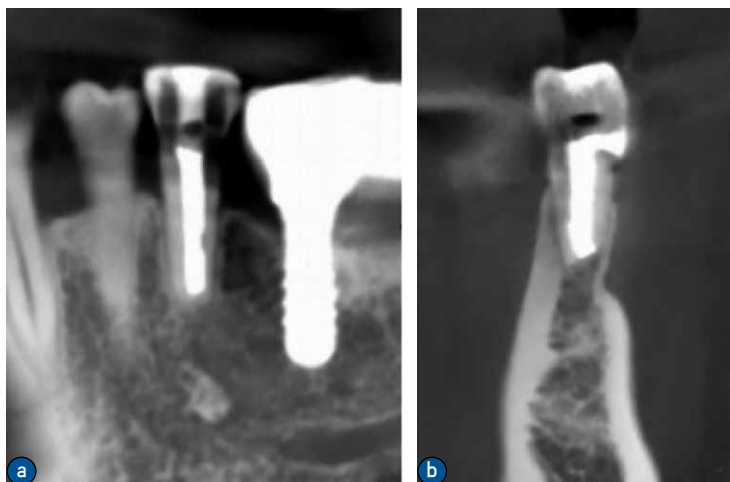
显微根尖外科手术1年半复查CBCT图像。a.1年半复查CBCT矢状位图；b.1年半复查CBCT冠状位图
